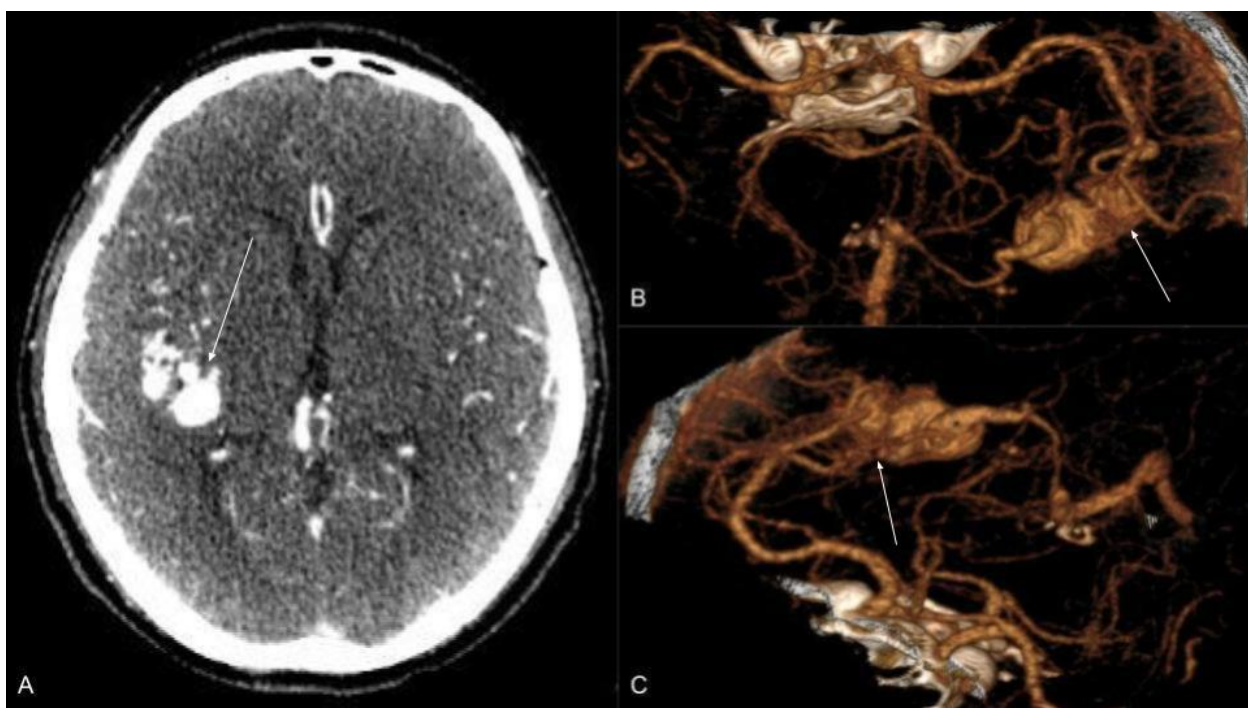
Больная К. (И\б №24249/С2016). КТ-ангиография АВМ правой височной доли. Аксиальные срезы головного мозга с контрастированием церебральных сосудов (А), 3D-реконструкция снимков в артериальную фазу контрастирования сосудов мозга (В, С). Белыми стрелками указано расположение тела артериовенозной мальформации
